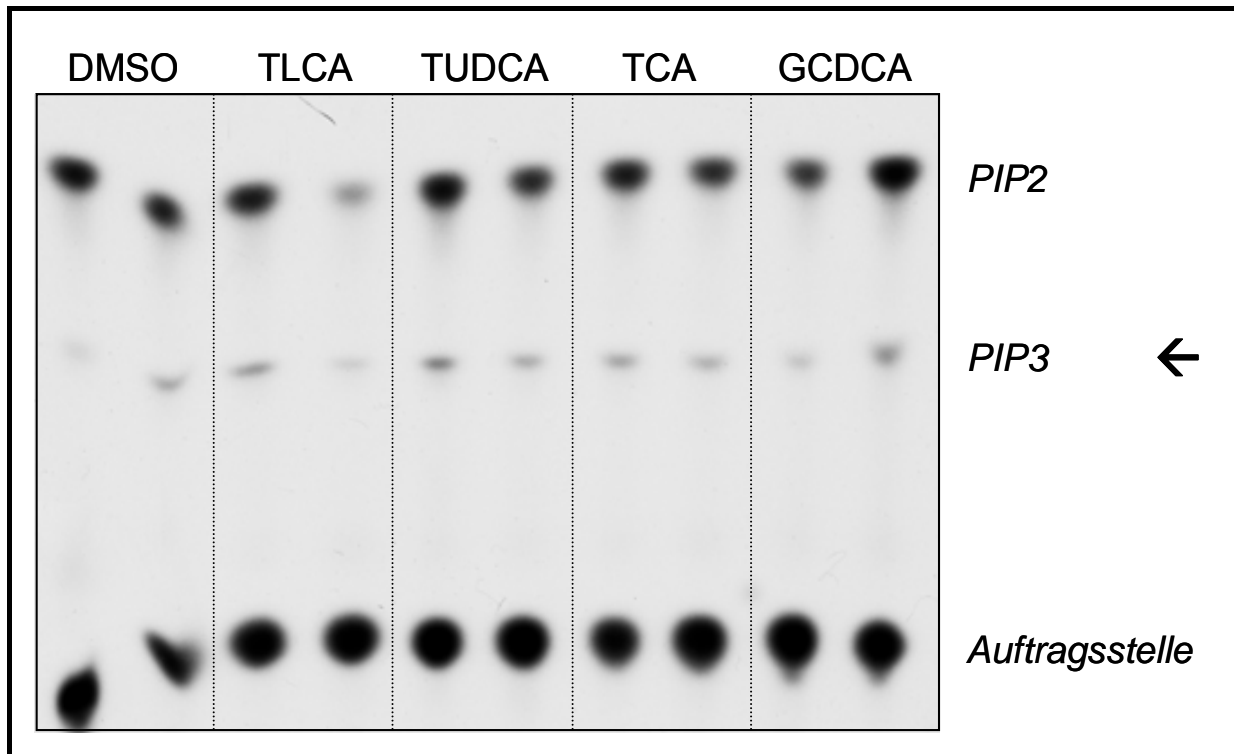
Autoradiographiefilm nach isoformspezifischen PI3-Kinase Assay gegen p110 β (jede Probe wurde zweimal bestimmt) nach 5 Stunden Zerfallszeit, PIP3 (Pfeil) ist das PI3-Kinasen-spezifische Produkt
